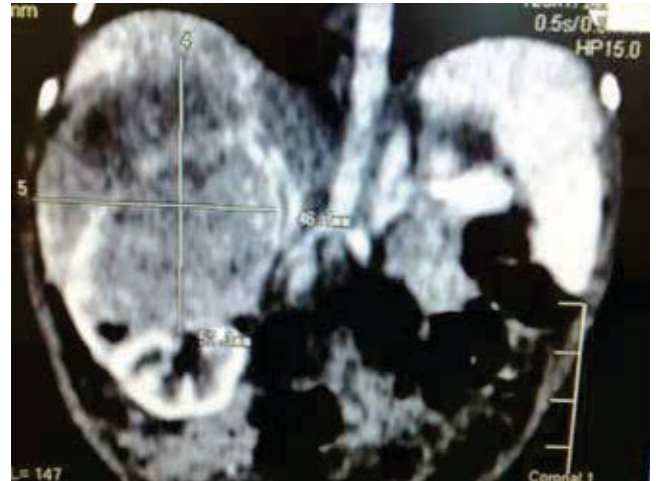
Tomografía que muestra masa en polo superior de riñón derecho, de 4.9 x 5.4 cm.
